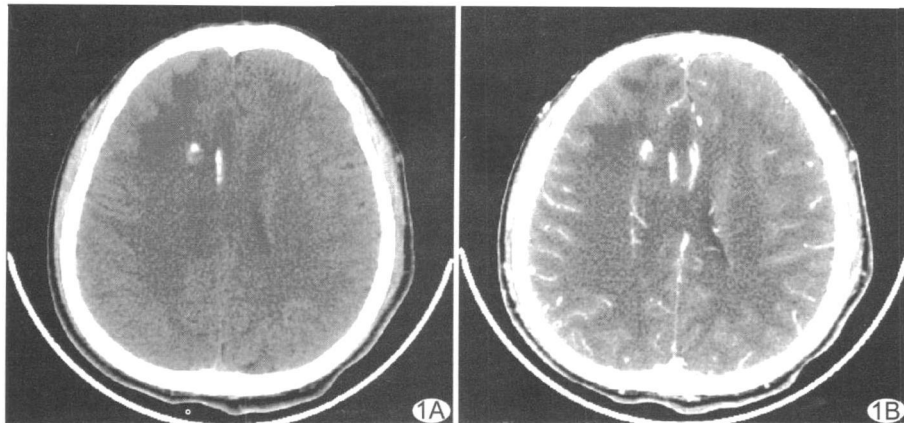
患者男,46 岁,右侧额叶少突-星形细胞瘤 A. CT 平扫表现为混杂密度影,内见斑点状钙化; B. 增强扫描无明显强化,可见轻度瘤周水肿及占位效应
